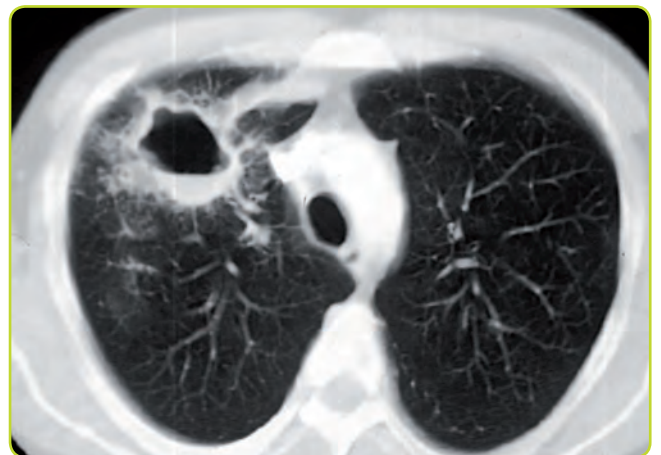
Absceso pulmonar en TC.
